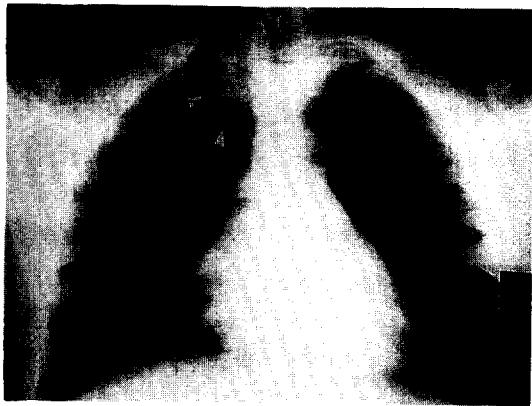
Radiograph of chest shows round opacity in the medial side of right upper lung field.
